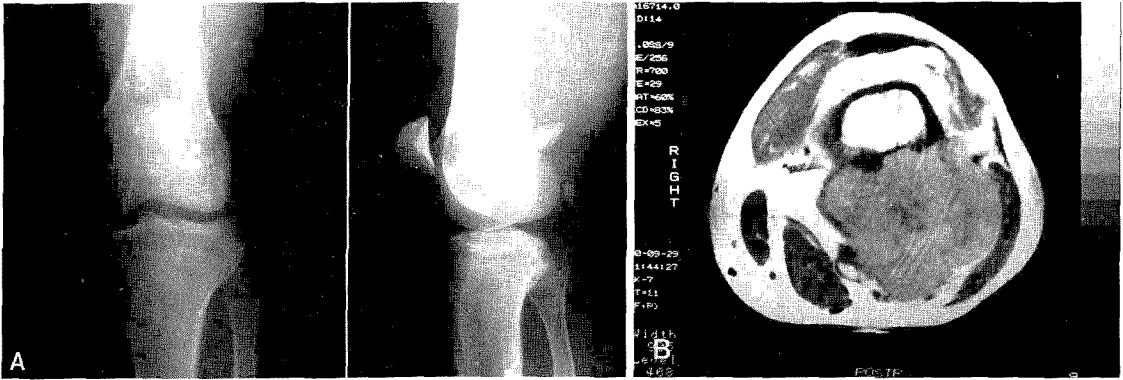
A. The radiograph of 30 year old male showed soft tissue mass with calcification and bone erosion
